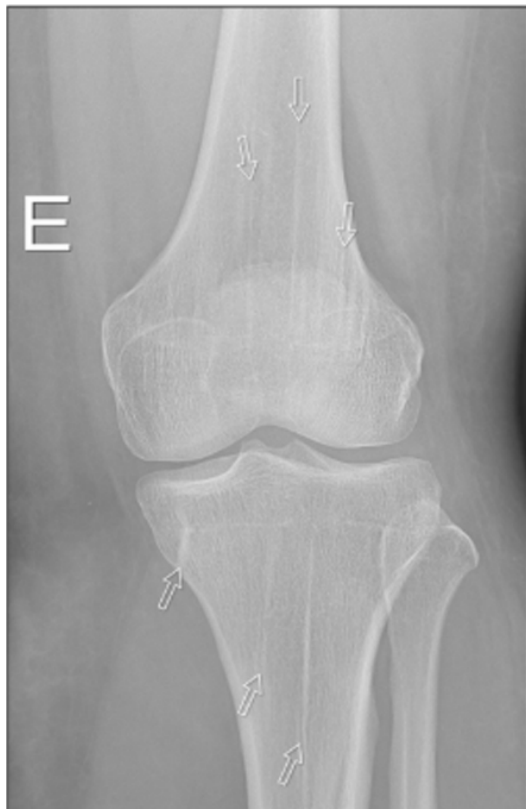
Radiografia do joelho esquerdo de um paciente de 25 anos com história de trauma por atropelamento. Observam-se estriações radiopacas verticais na medula óssea do fêmur distal e da tíbia proximal, sem outras alterações na medula ou no córtex ósseo. Fonte: *Sclerosing bone dysplasias: a pictorial essay*.
